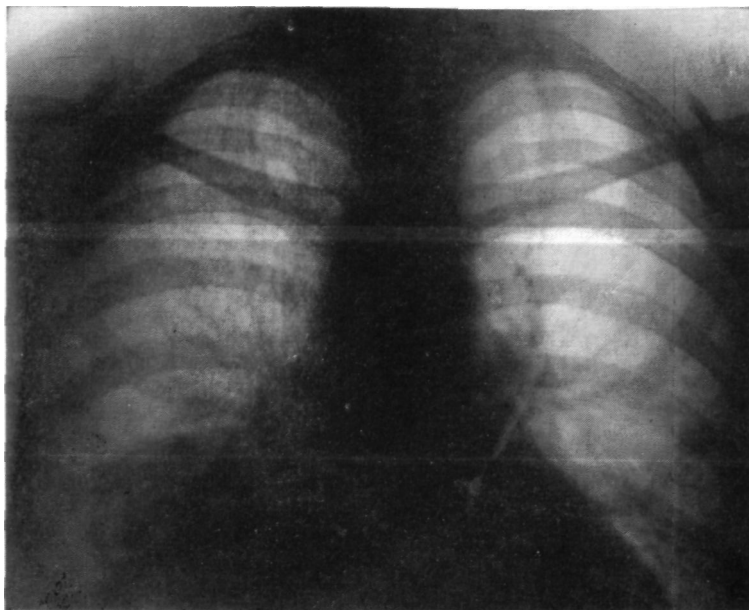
Больная К. Прямая рентгенограмма легких. Ателектаз средней доли.
